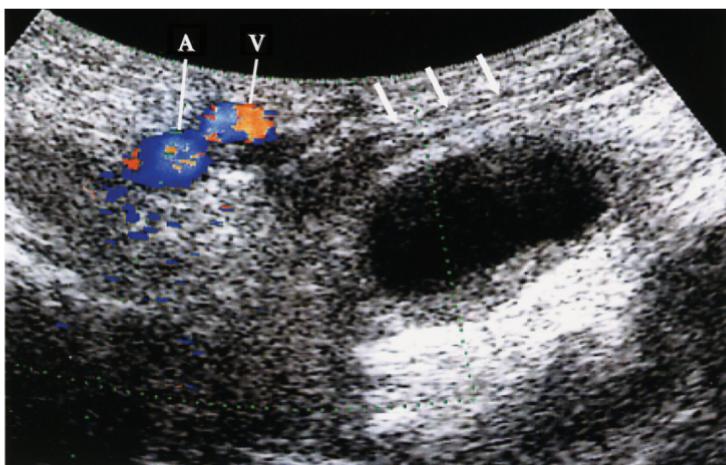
Detección ecográfica de una hernia encarcelada. Se muestra una hernia obturadora encarcelada en la parte profunda de la región femoral. Se ubica posterior al músculo pectíneo (flechas) y medial a la arteria femoral (A) y la vena femoral (V). (Reproducida con autorización de Ma OJ, Mateer JR, Blaivas M (eds): Emergency Ultrasound, 2nd ed. Copyright © 2008, The McGraw-Hills Companies, todos los derechos reservados.)
